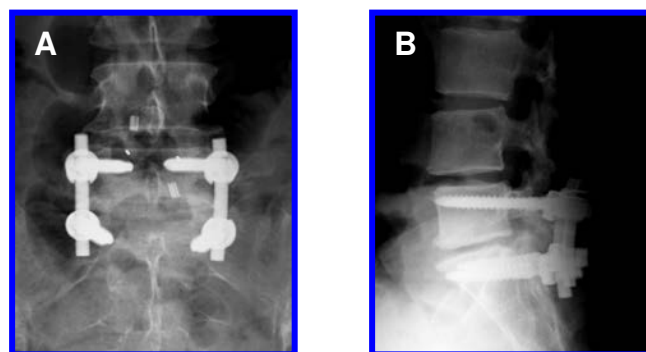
(A, B) Radiografías simples AP y lateral donde se demuestra la instrumentación transpedicular L5-S1, Wallis L4-L5.
